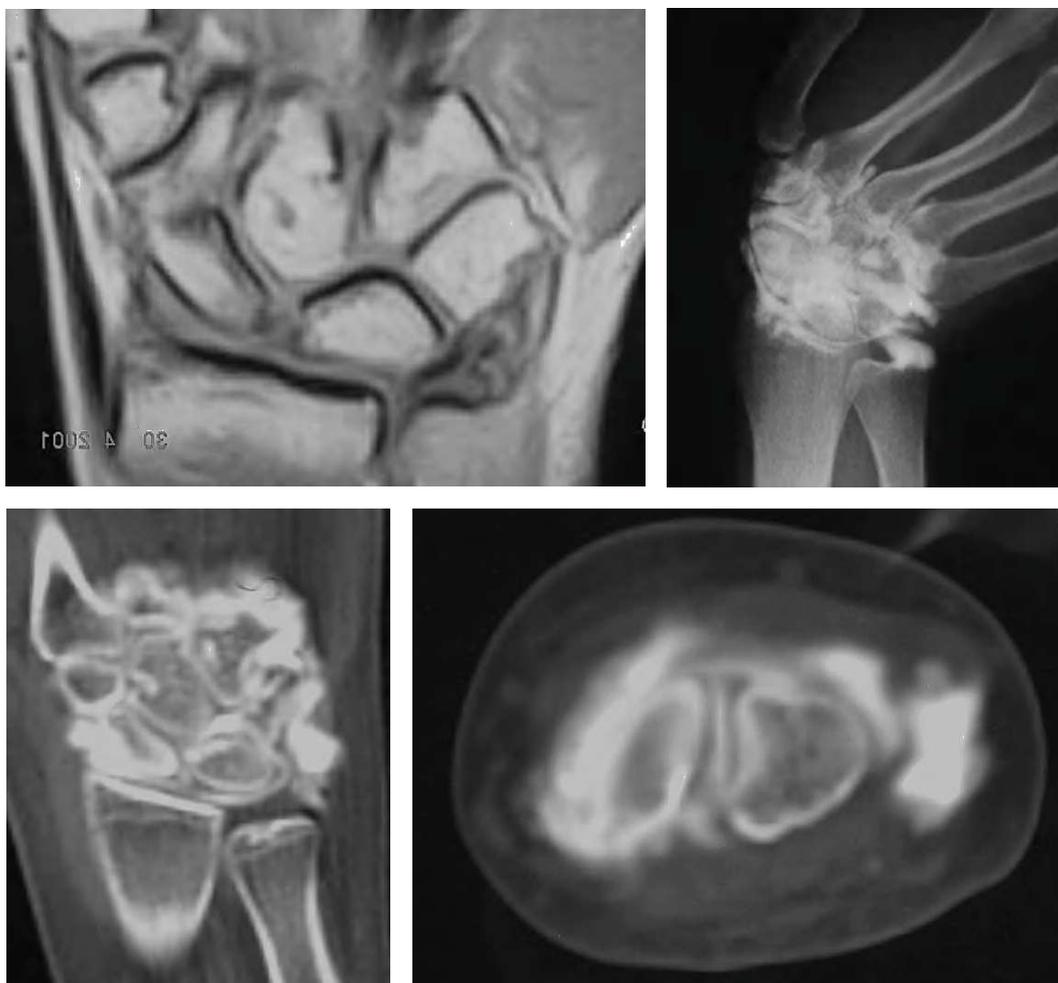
Caso 2. RM, artrografía y artro-TC positivas.
